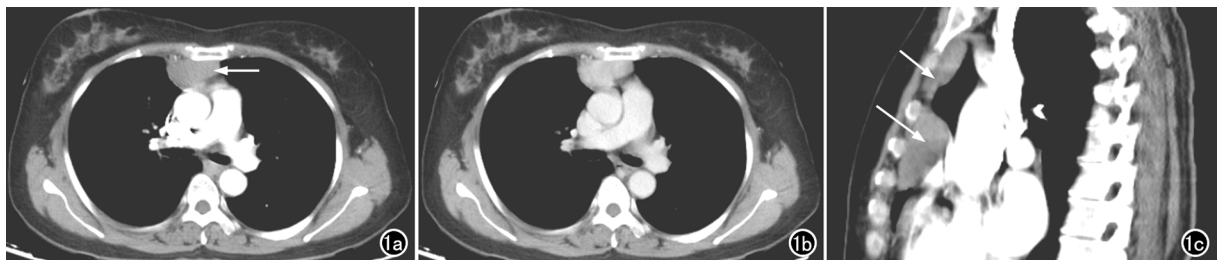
患者,女,53岁,前纵隔血管瘤。a) 横轴面增强扫描动脉期示前纵隔不规则软组织密度影(箭),边缘光滑,强化均匀,平均CT值约60HU;b) 增强扫描延迟期示病灶进一步强化,平均CT值约107HU;c) 冠状面重组图像示肿物沿胸壁生长(箭)。
